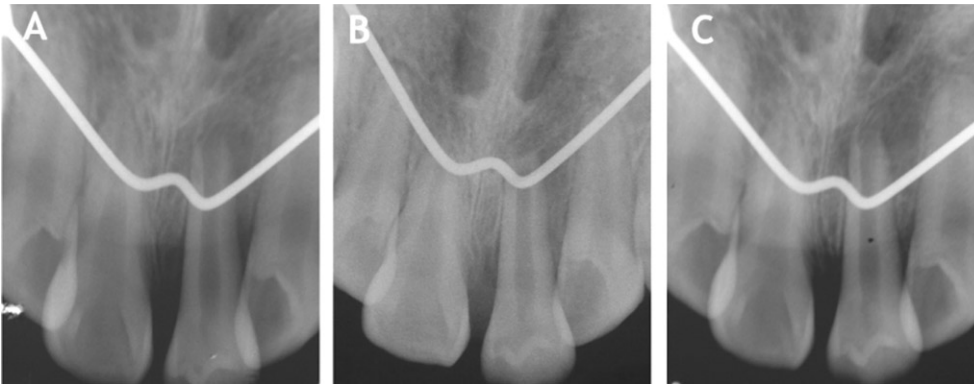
Periapical view after autotransplantation. A: 2 months later, B: 3 months later, C: 8 months later. We can observe loss of periapical radiolucency and additional root development.
